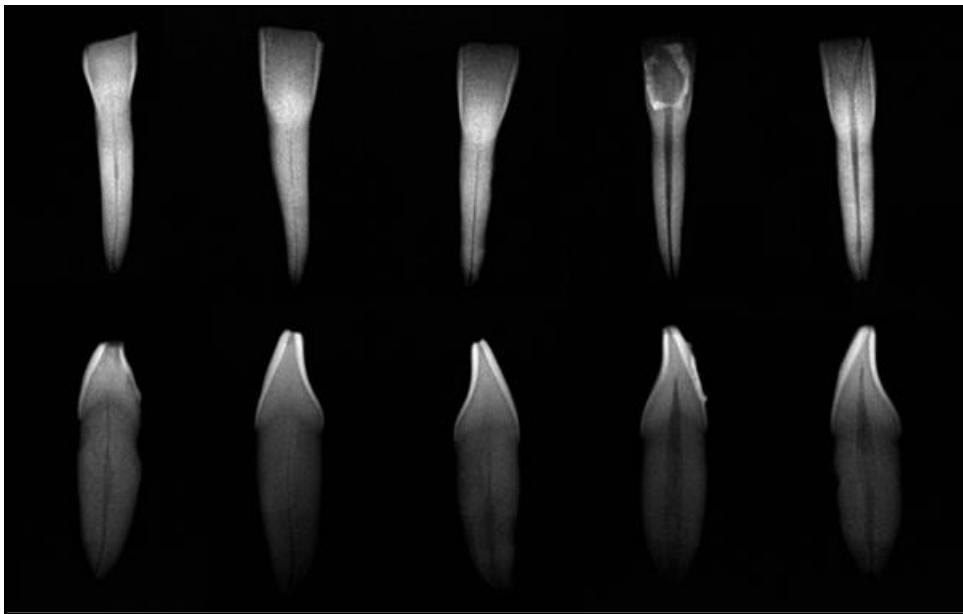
Radiografias digitais de incisivos inferiores para seleção da amostra.
